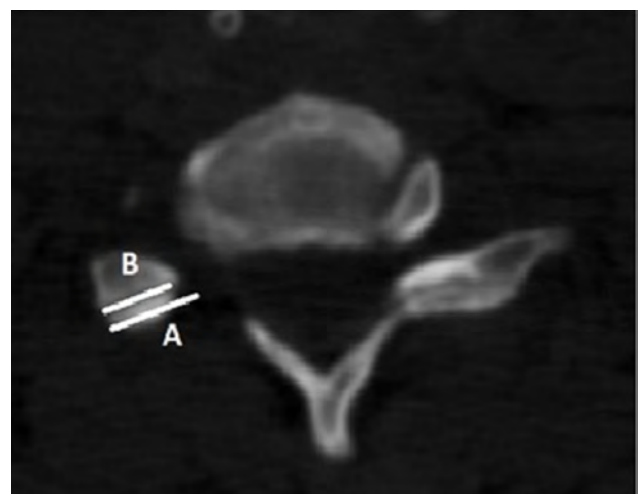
Postoperatively computed tomography measured the length of the contra-lateral facet (A) and the remaining facet length (B) by measuring the facetectomy percentage. Facetectomy (%) = $(A-B) \times 100/A$
